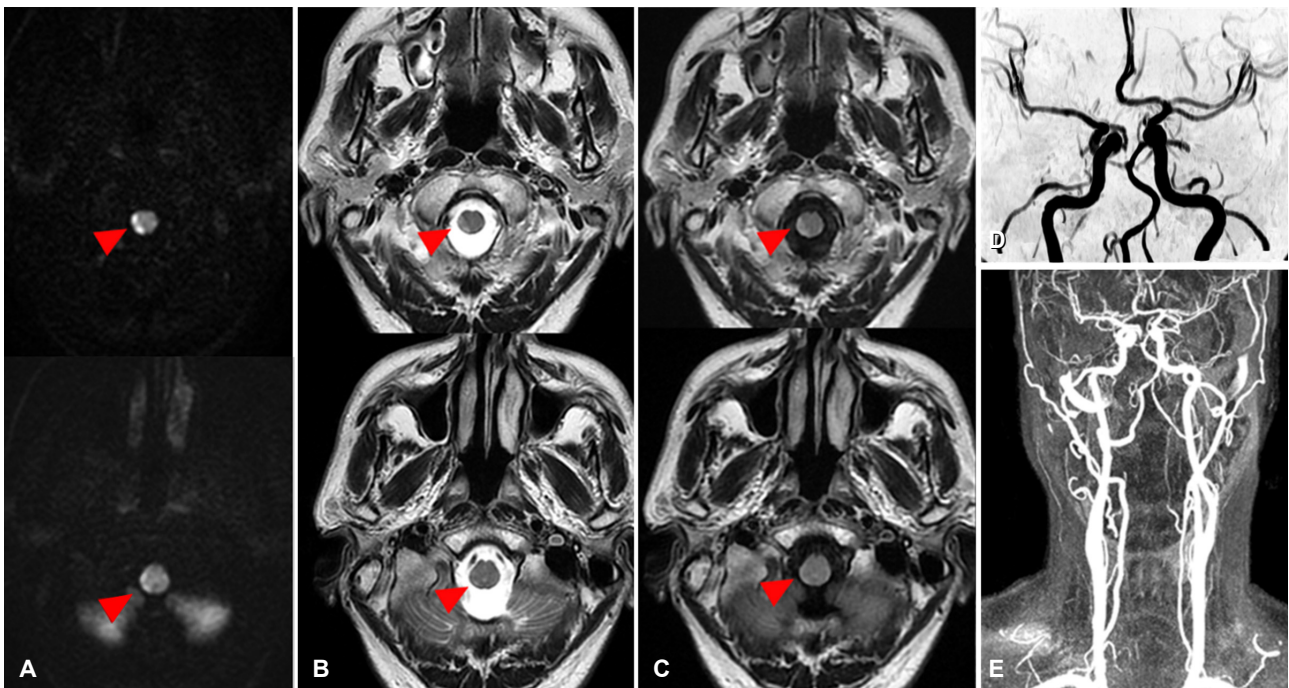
Initial brain MRI and MRA images of case 1. Diffusion-weighted images (A), T2-weighted images (B), and fluid-attenuated inversion recovery images (C) show high signal intensity in the lateral portion of the right caudal medulla (red arrowheads). Mild stenoses are observed in both intracranial vertebral arteries and the vertebrobasilar junction on time-of-flight (D) and contrast-enhanced MRA (E). MRI; magnetic resonance imaging, MRA; magnetic resonance angiography.
